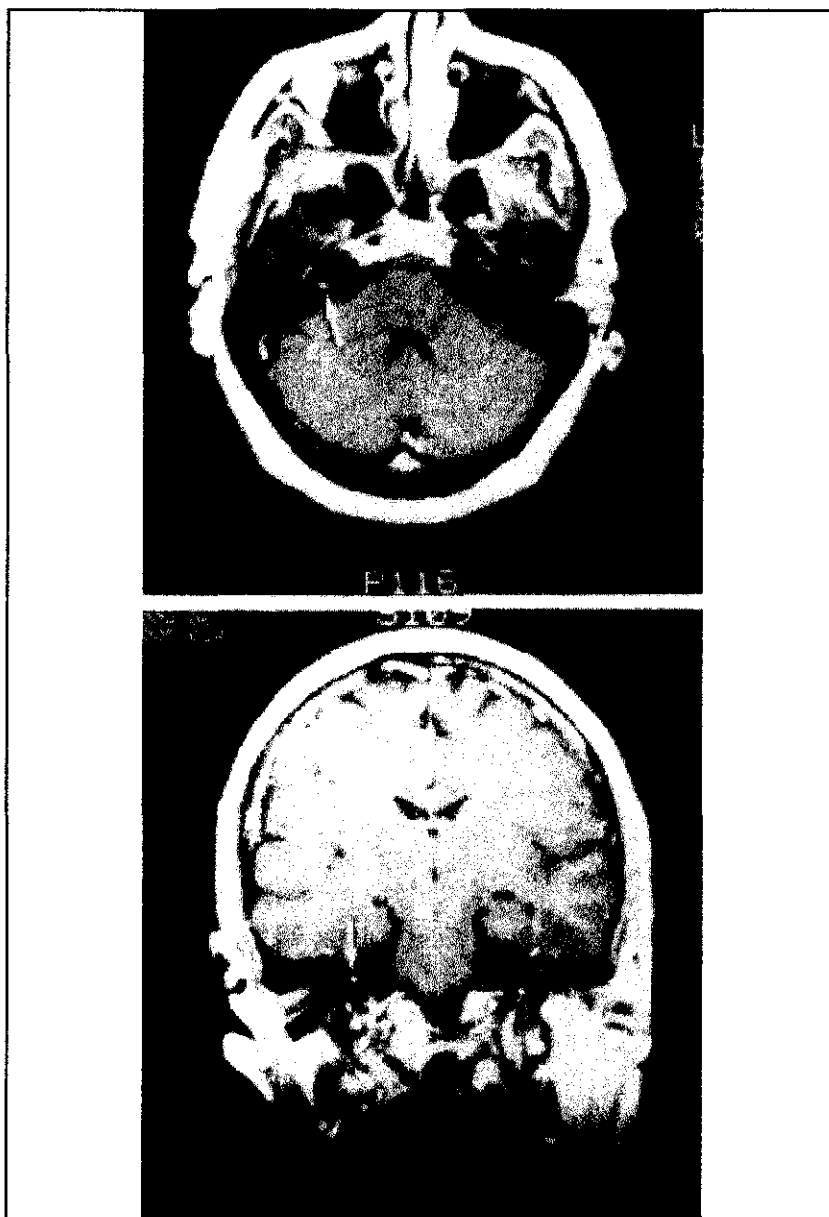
D-IV. Resonancia magnética con Gadolinio en un caso de parálisis de Bell establecida 7 días antes.
